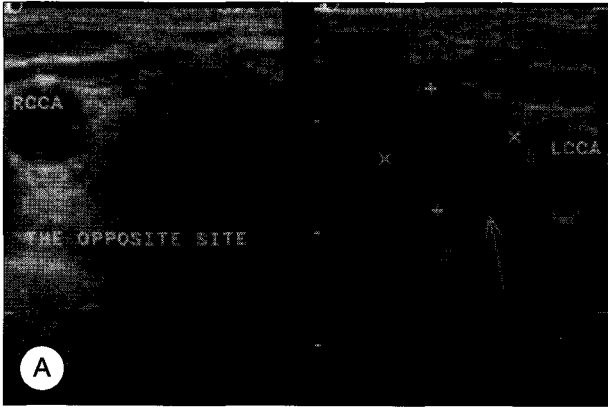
A) Ultrasonographic findings of neck : A low-echoic mass was found medially to left common carotid artery, B) Neck CT scan : A mass lesion located on superior-anterior mediastinum, C) ^{99m}Tc Sesta-Mibi scan : A hot uptake mass below thyroid gland in 4 hour-delay film.
